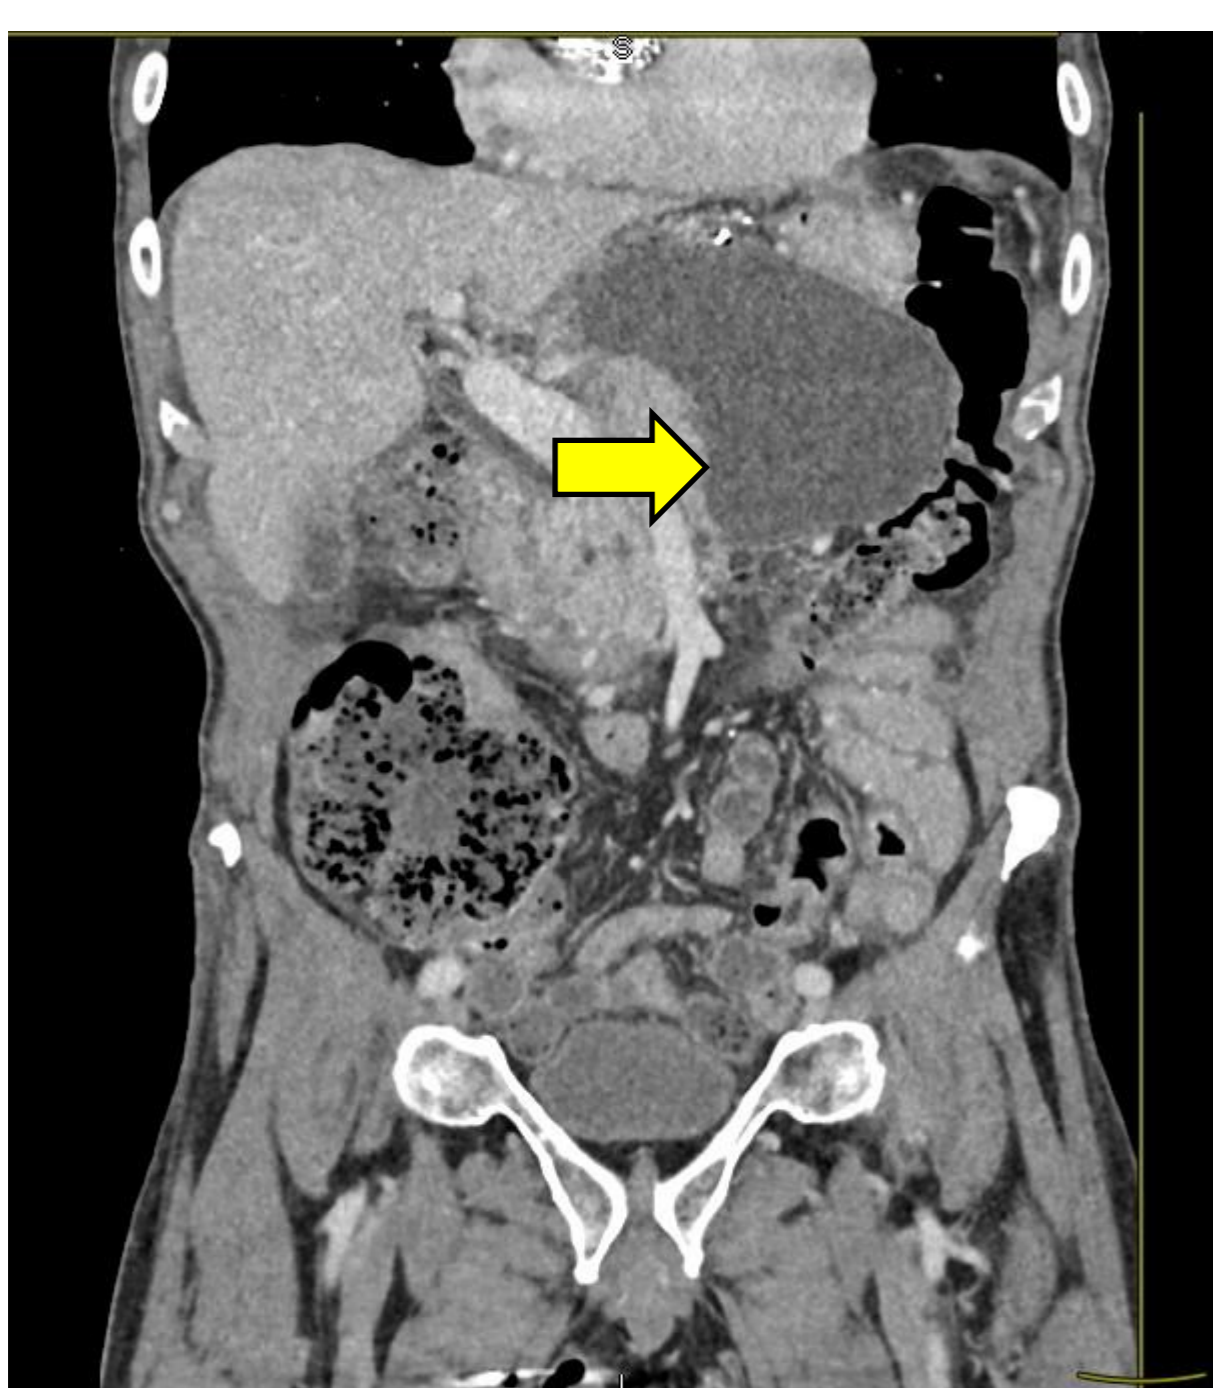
TDM abdomino-pelvienne en coupes coronales mettant en évidence une pancréatite aiguë nécrosante compliquée d'un volumineux pseudo-kyste
